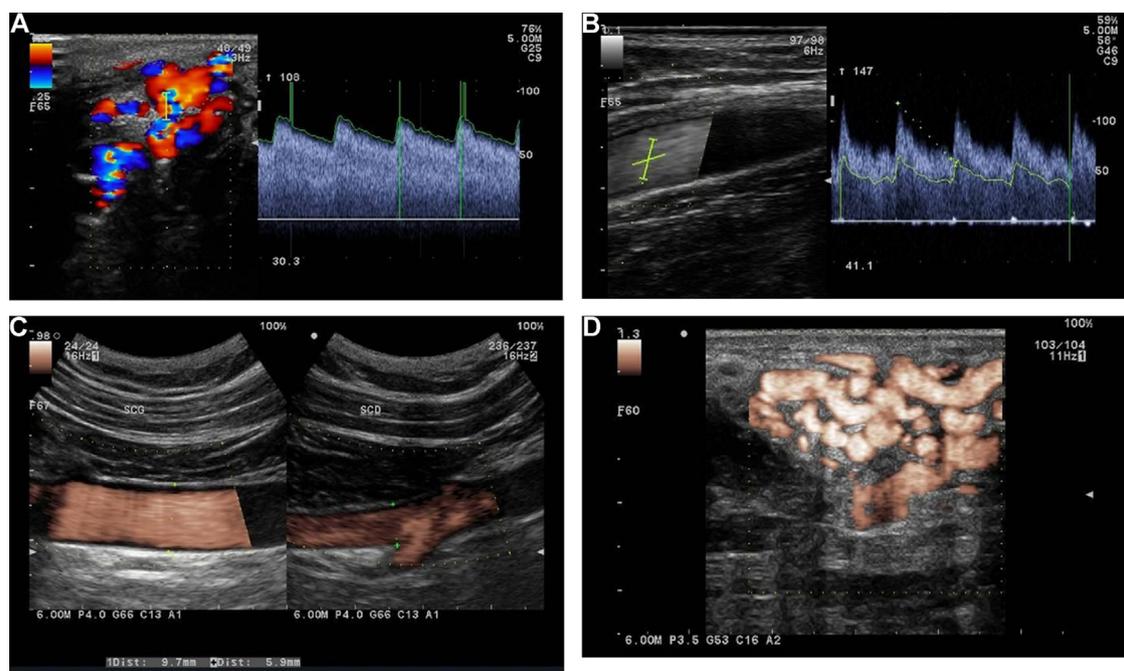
Malformation artériovoineuse à haut débit, à la face palmaire de la main gauche, sur l'éminence thénar, alimentée par un rameau palmaire superficiel. A. L'étude en Doppler pulsé montre des signes de shunt avec des vitesses circulatoires élevées et un indice de résistance bas. B. Enregistrement Doppler de l'artère brachiale homolatérale, montrant une composante diastolique continue importante. C. Enregistrement Doppler de l'artère subclavière homolatérale (diamètre de l'artère subclavière = 9,7 mm à gauche, 5,9 mm à droite). D. Imagerie de l'architecture vasculaire de la malformation en mode Doppler large-bande (e-Flow®).
